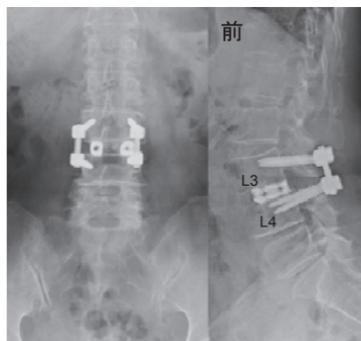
別の腰椎変性すべり症の患者さんの後方進入腰椎椎体間固定術後1年の単純X線像。椎間板を切除した後に挿入したケージは前の症例と同じですが、補助固定にネジと棒（ロッド）を使用しています。
